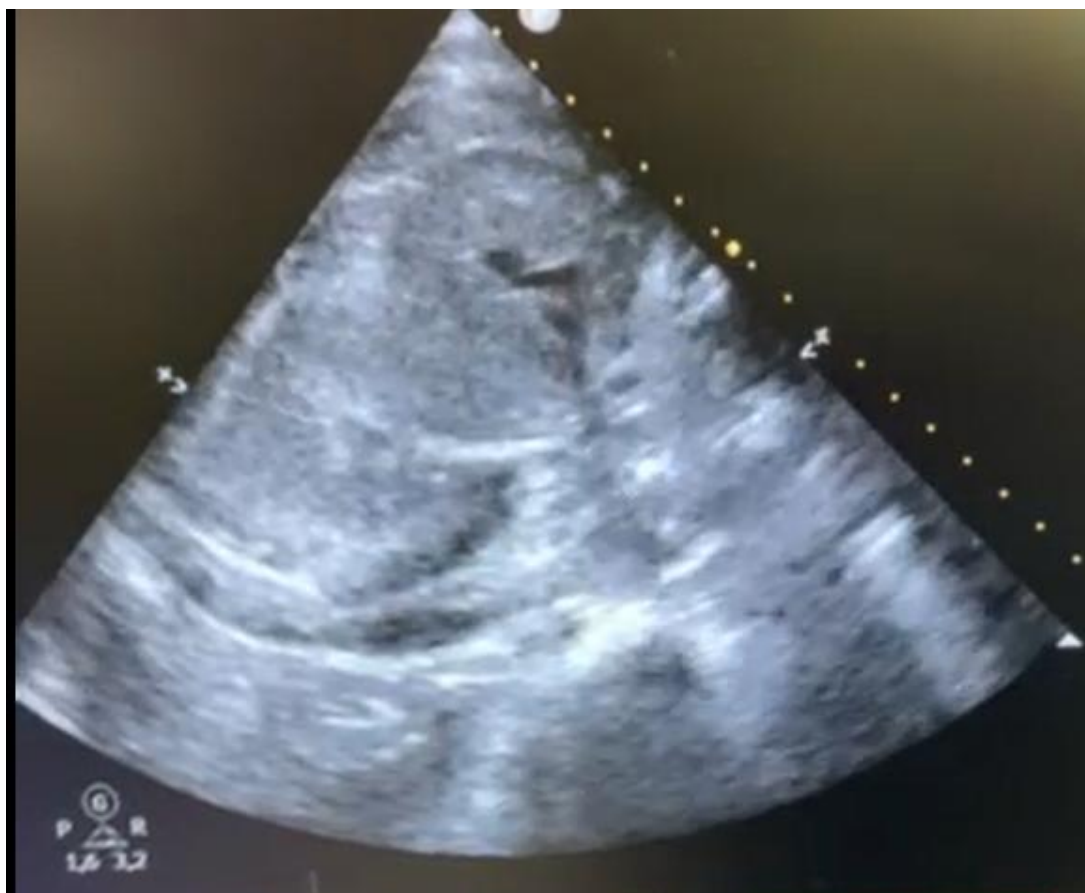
Ecocardiograma transtorácico. Eje corto en el que se muestra las cavidades de ventrículo izquierdo y ventrículo derecho completamente colapsados.
